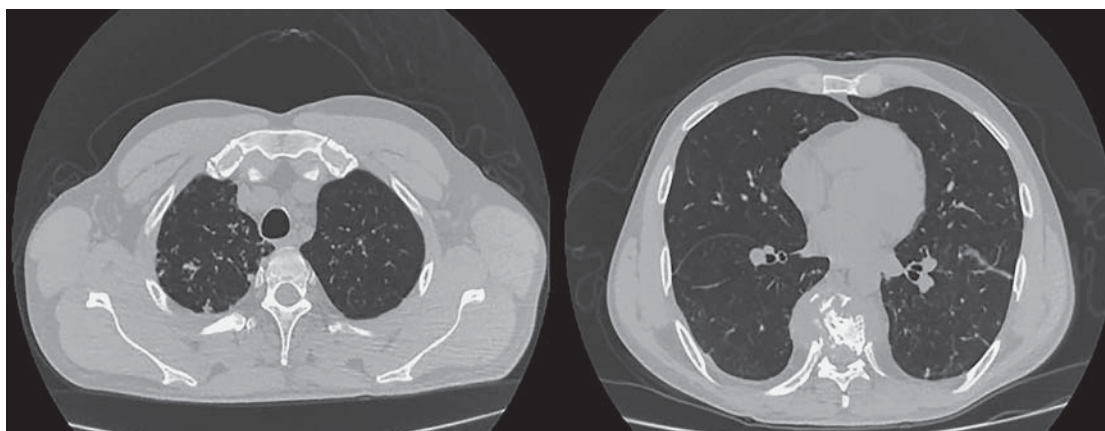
МСКТ органов грудной клетки от 09.2020. Мелкоочаговая перибронхиальная диссеминация в верхних отделах легких. Клиновидная деформация тел Th_{VII-IX}-позвонков.
